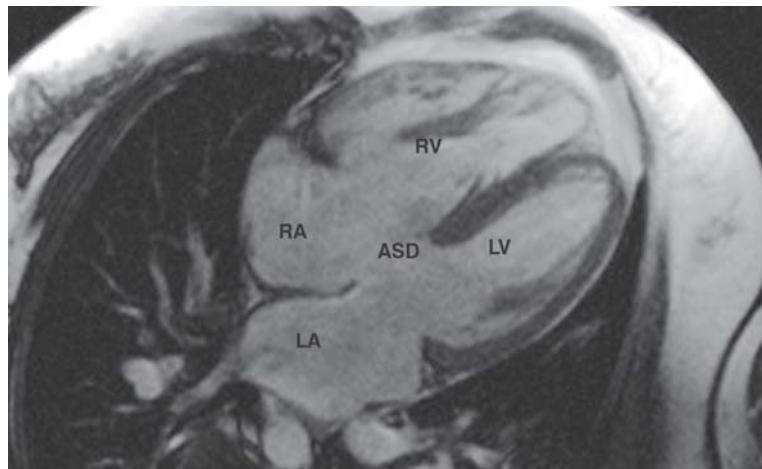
Das MRT-Bild zeigt deutlich den großen Septumdefekt (ASD). RV, LV: rechter und linker Ventrikel; RA, LA: rechter und Linker Vorhof.
